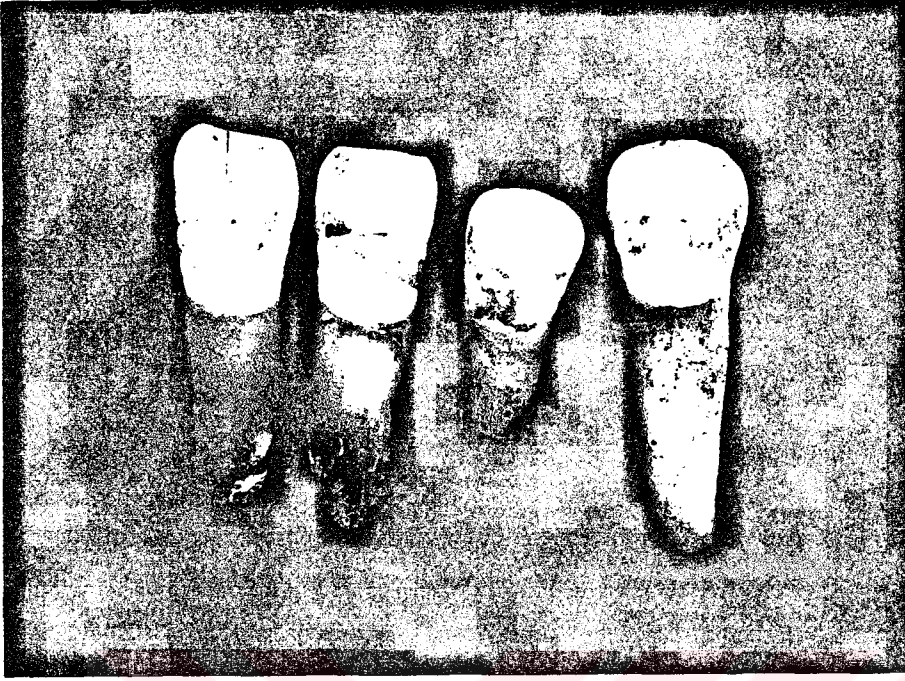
İTK'89 53/36 Nolu Bireyde Saptanan Periyodontal Hastalık ve
